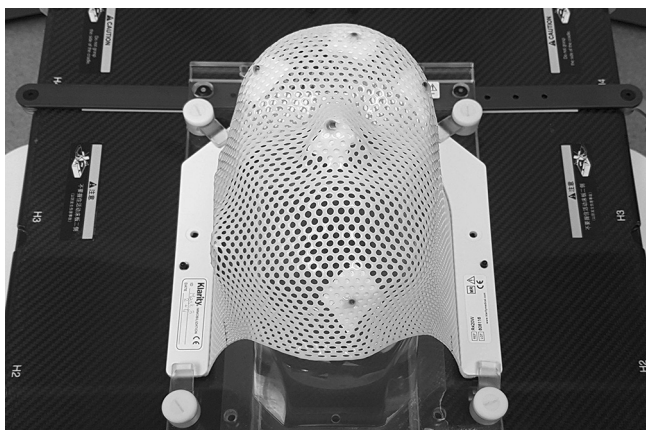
Маска с зафиксированными на ней дробинками во время КТ-сканирования
